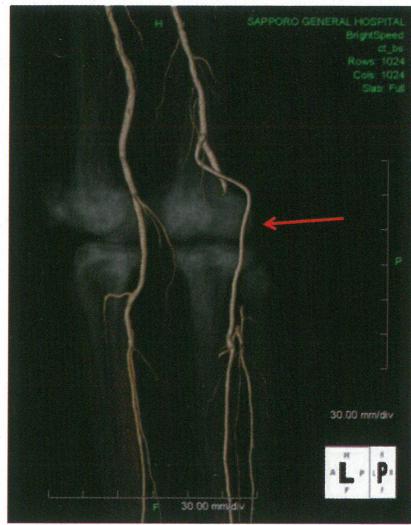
症例2 右膝窩一後脛骨動脈バイパス術後CT写真
